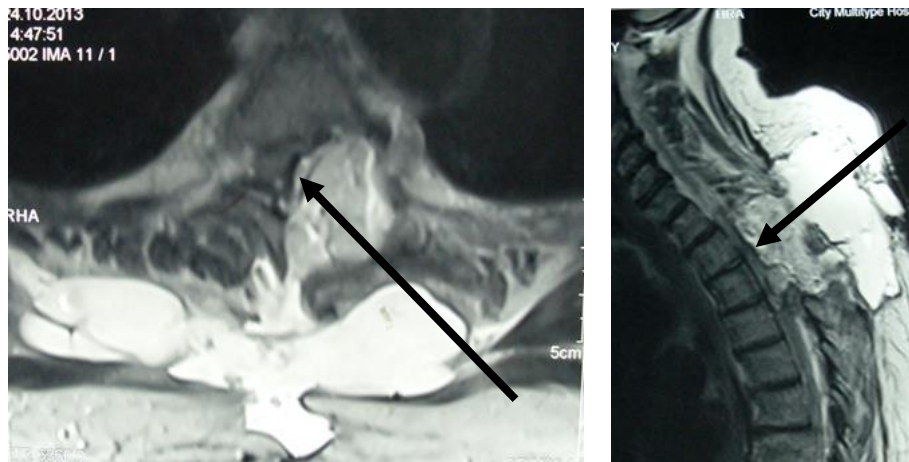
МР-томограммы пациентки (Т2 ВИ) с менингиомой на уровне Th3-4 позвонков (И/б № 29833/2013 и 31277/2013) перед второй операцией в аксиальной (а) и сагиттальной (б) проекциях. Определяется компрессия спинного мозга жировым лоскутом и ликворной кистой (указана стрелкой) больших размеров
